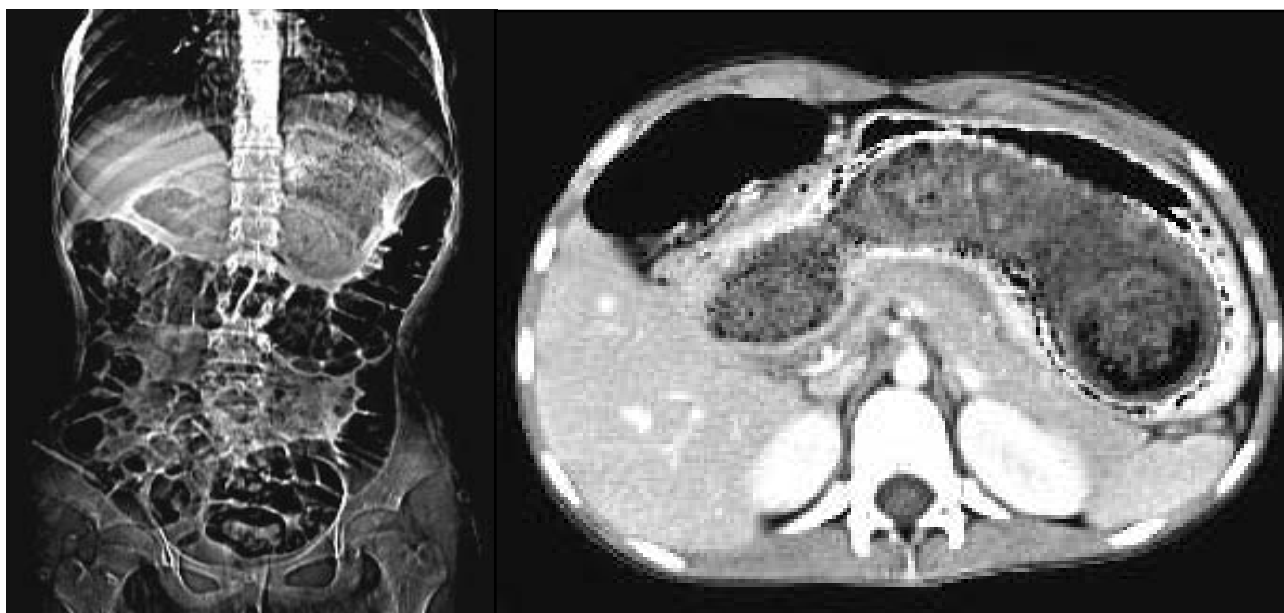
Figura # 3. TAC de abdomen compatible con bezoar y neumatosis gástrica.
